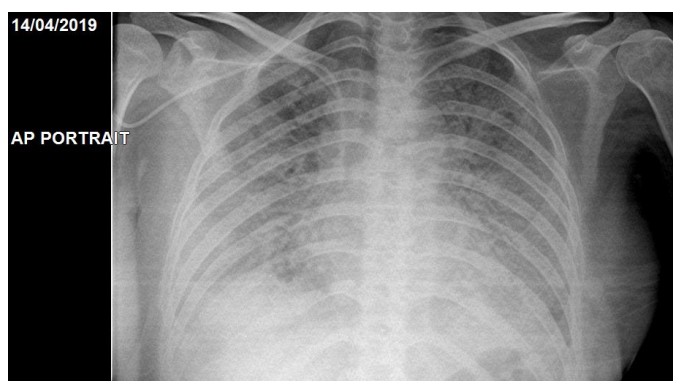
Radiografía de tórax control (día 9 de hospitalización)
